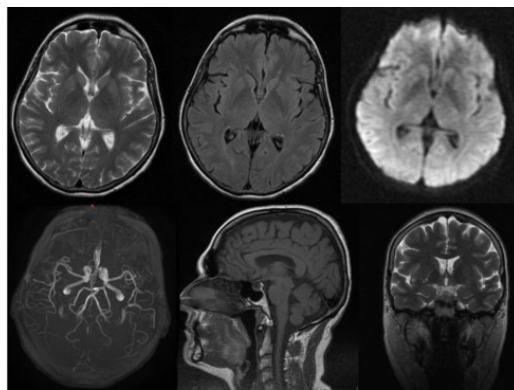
Пример МР-томограмм пациентки 59 лет с БП.
